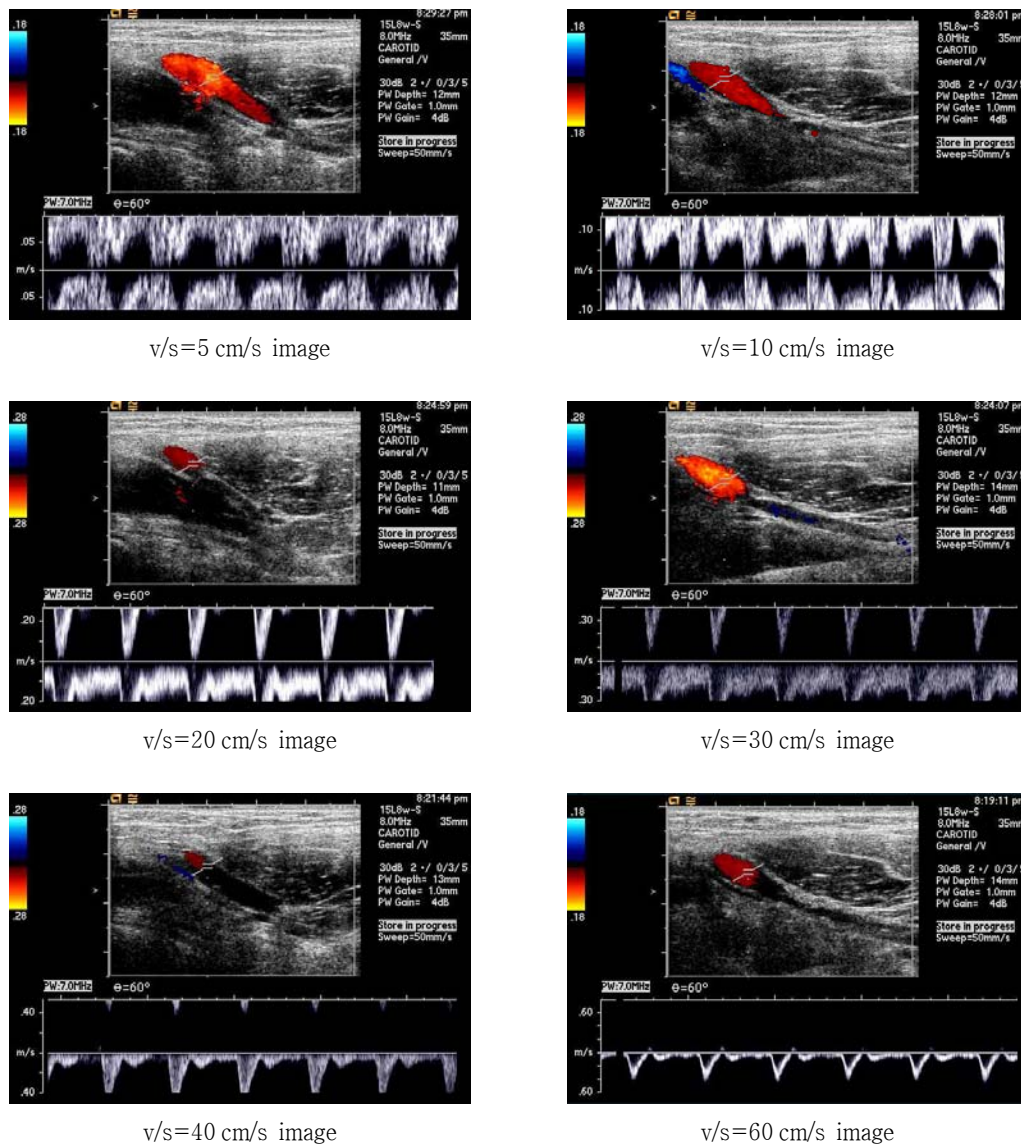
Ultrasonographic images of Aliasing removal efficiency which from the humeral artery it follows in velocity scale.
